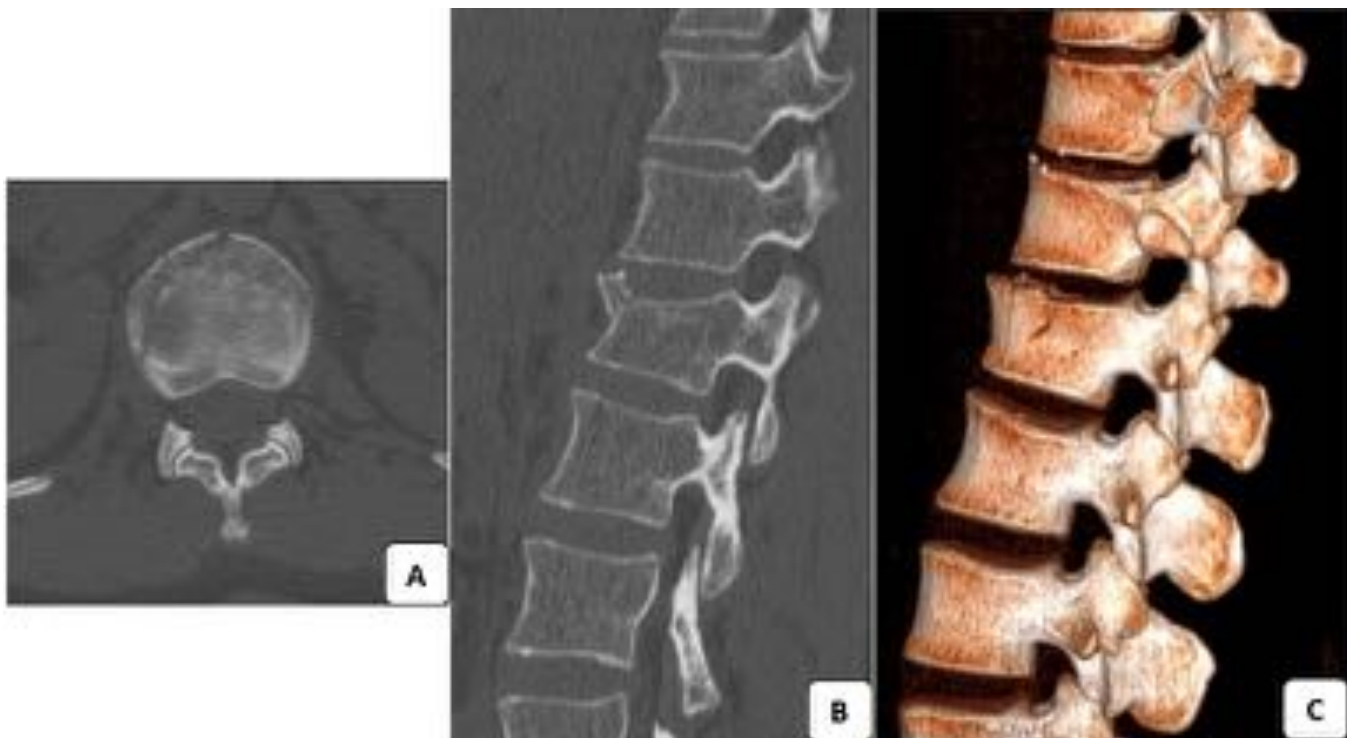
TC axial (A), reconstrucción MPR sagital (B) y sagital tridimensional (C). Fractura compresión aguda del cuerpo vertebral de L1. Trazo de fractura en platillo vertebral superior. No se aprecia afectación de los elementos articulares posteriores ni signos indirectos de afectación del complejo ligamentoso posterior. Canal raquídeo de morfología normal.
